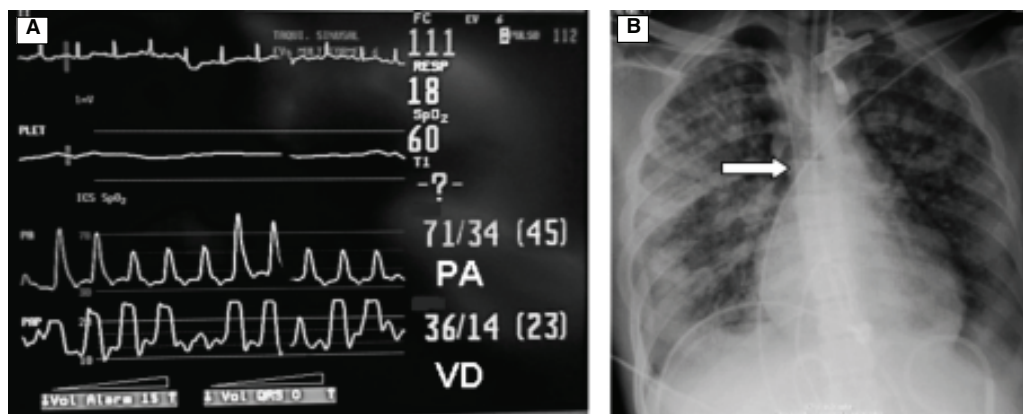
A. Imagen de monitor donde se observa taquicardia sinusal y alternancia eléctrica. Hemodinámicamente con patrón característico de pulso paradójico. Nótese la desincronización entre la curva de presión arterial (PA) y la de ventrículo derecho (VD). B. Radiografía de tórax donde se observa dilatación de la silueta cardiaca con pedículo estrecho (flecha).
